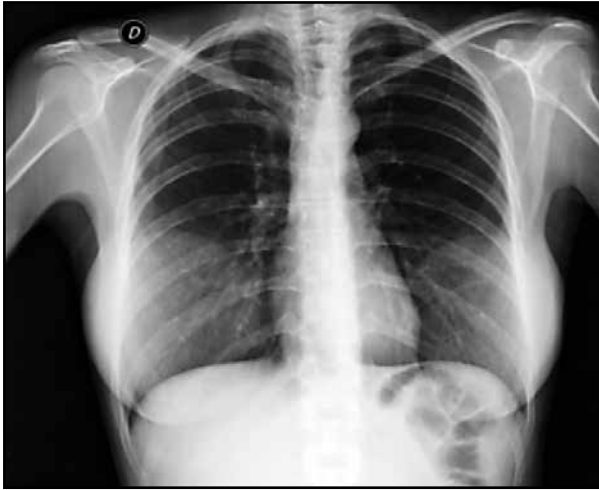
Radiografía torax: Índice cardiotorácico conservado. Sin lesiones pleuroparenquimatosas.
